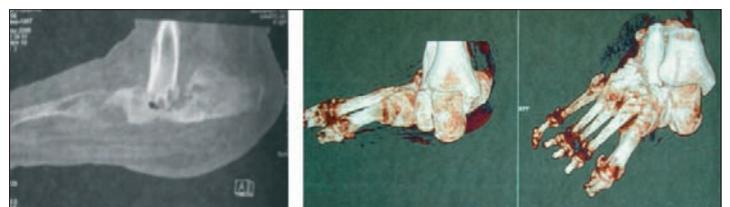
Charcot-Füße im CT (inkl. 3D-Rekonstruktion)
